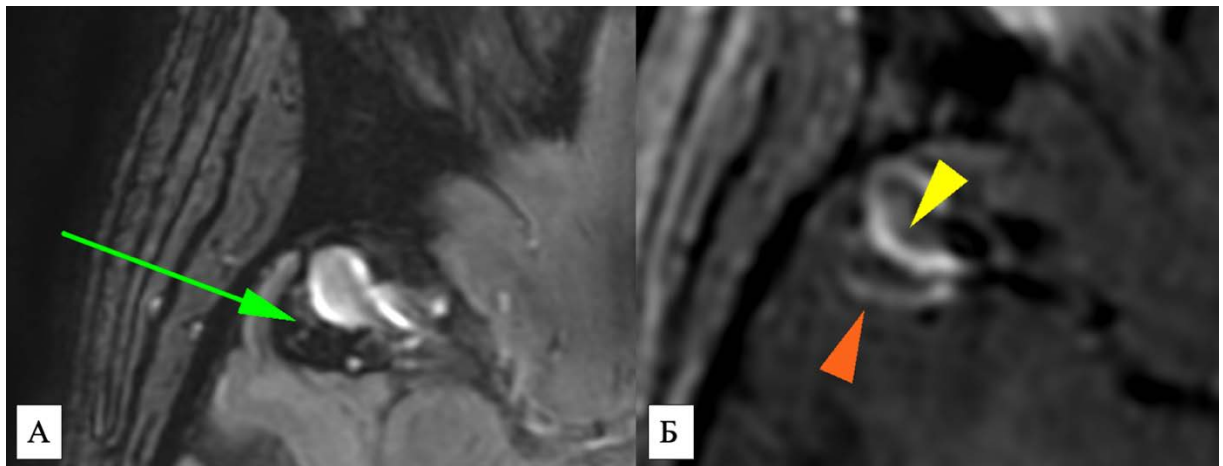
Пациентка Ц., 29 лет. МРТ головного мозга: SWAN (А) в аксиальной плоскости и T1 CUBE (Б) после в/венного введения контрастного препарата. Определяется 5-й тип контрастирования – по внутренней поверхности тромба (желтая стрелка) и стенкой аневризмы (оранжевая стрелка) на уровне тромба. В режиме SWAN определяется утолщение и снижения МР сигнала по задней стенке купола аневризмы, соответствующее тромботическим массам (зеленая стрелка)
